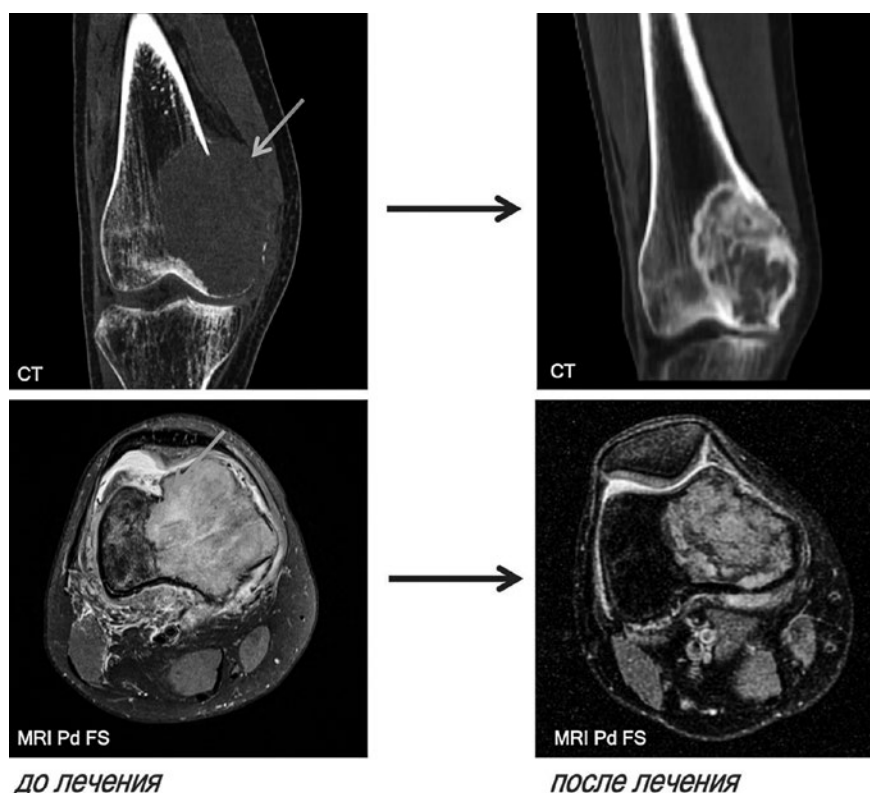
Оценка факта наличия и толщины внекостного компонента по данным РКТ и МРТ у одного и того же пациента с ГКО дистального отдела бедренной кости. Верхний ряд изображений: РКТ (коронарная реконструкция) до и после лечения. Нижний ряд изображений: МРТ (аксиальная проекция) в режимах с жироподавлением до и после лечения. Отмечается наличие внекостного компонента (стрелка) до начала лечения и его выраженное уменьшение с полным исчезновением после лечения.
